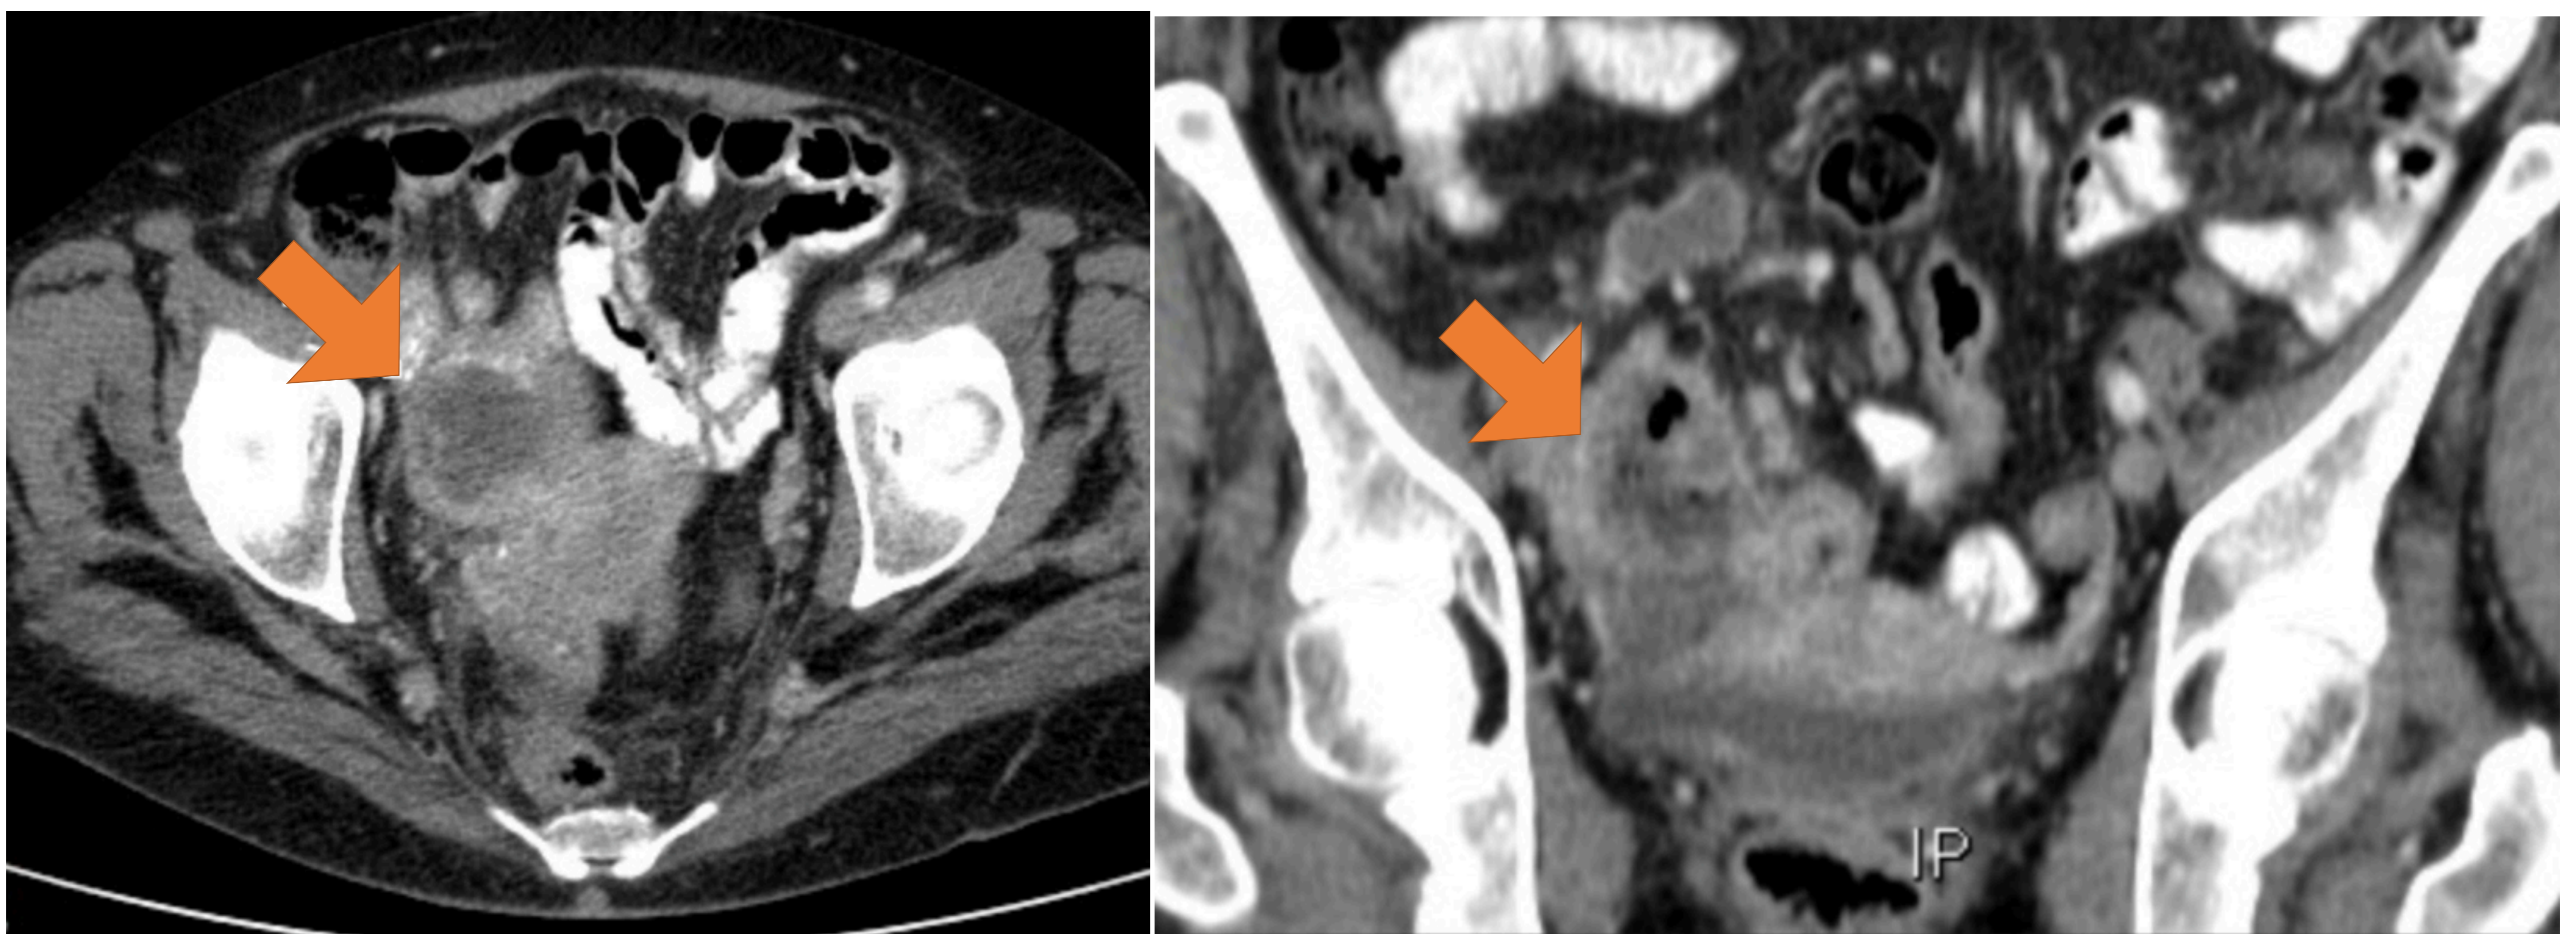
Estudio TC- en cortes axial y coronal de una paciente por dolor dolor en fosa ilíaca derecha donde se visualiza una lesión de aspecto sólido, de paredes gruesas que realzan discretamente tras la administración de contraste iv y con zonas hipodensas posiblemente correspondientes a necrosis en su interior. Ante la dificultad de diferenciar origen ileal, apendicular o genital de la misma se decide completar estudio con RMN.
